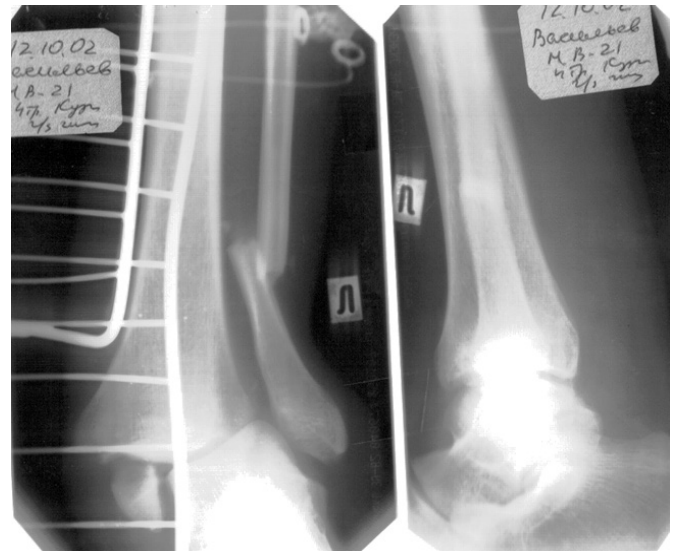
Рентгенограмма больной И. 32 года: закрытый пронационный переломовывих голеностопного сустава (до и после операции).
